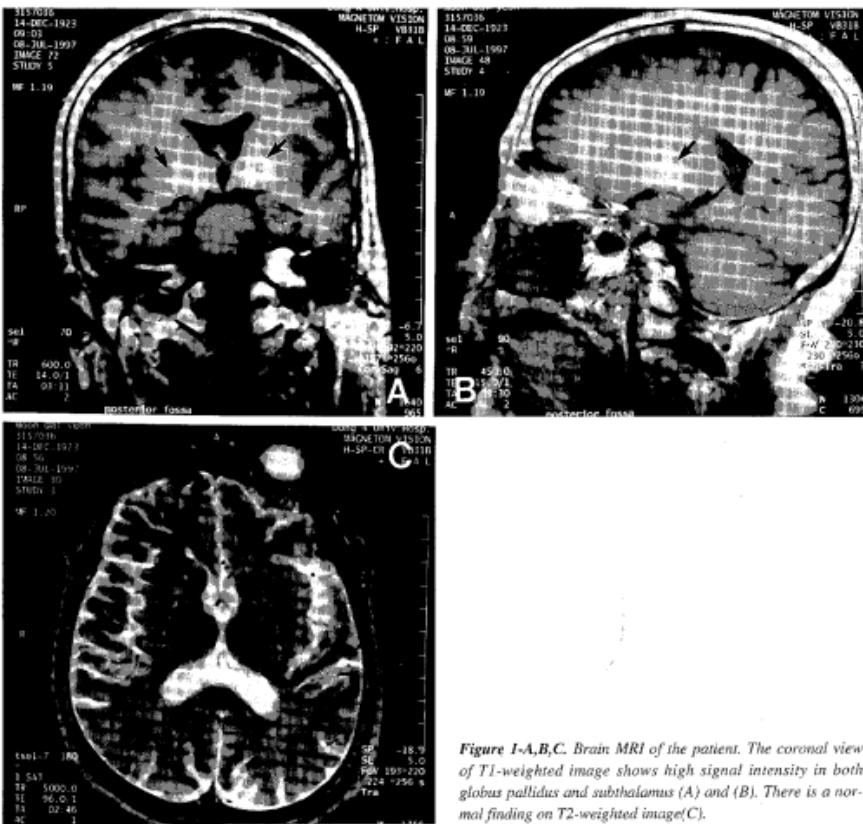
Brain MRI of the patient. The coronal view of T1-weighted image shows high signal intensity in both globus pallidus and subthalamus (A) and (B). There is a normal finding on T2-weighted image(C).
